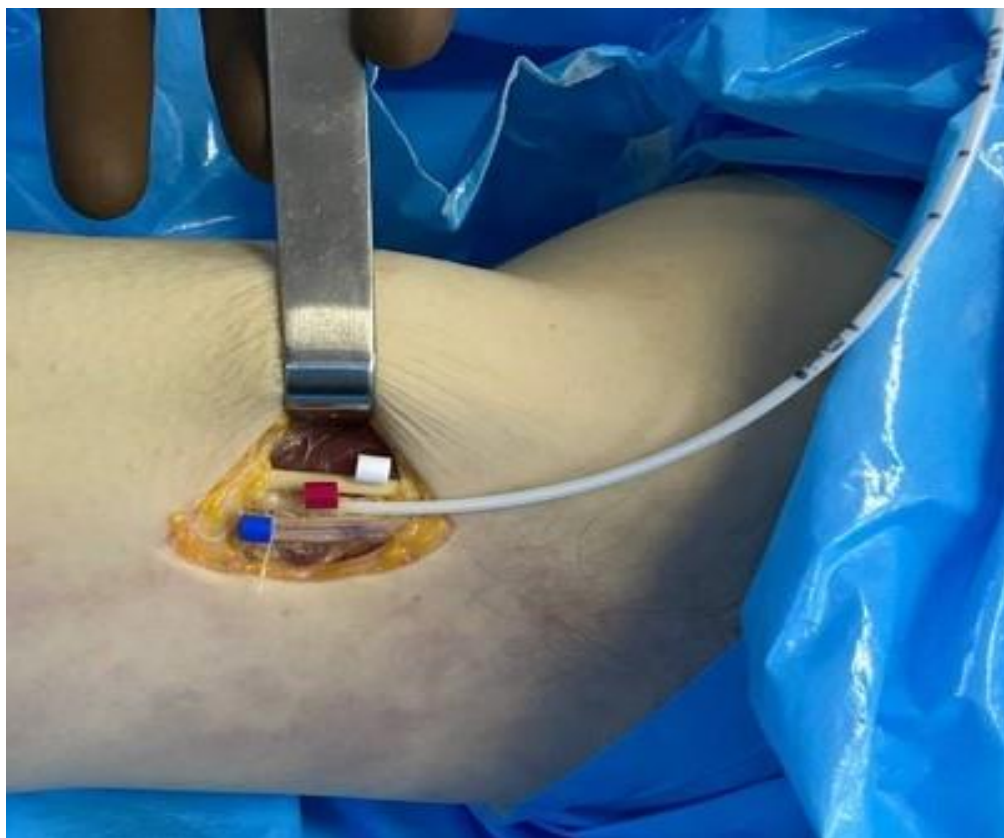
Установка одноканального катетера в просвет плечевой артерии для последующей инъекции артериального русла рентгеноконтрастной массой свинцовых белил
